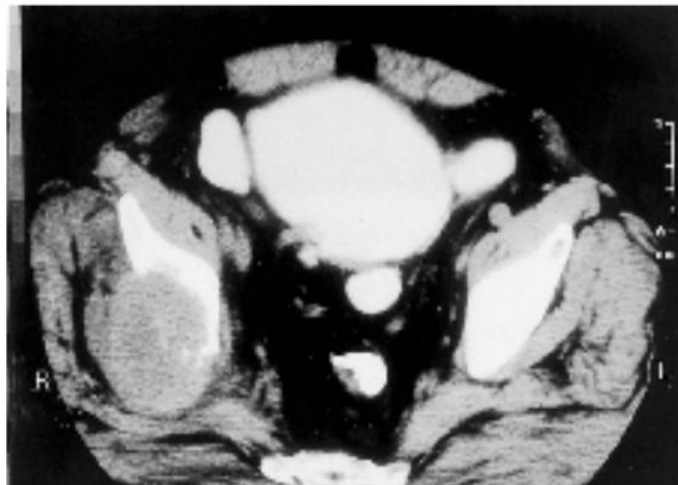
TDM abdomino-pelvienne : extension loco-régionale d'une tumeur de vessie intra-diverticulaire avec ostéolyse du cotyle droit. [49]
